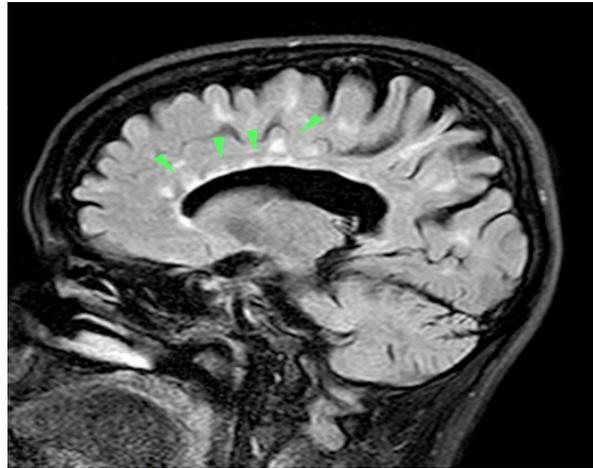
Patología cerebral en RM. a. Corte sagital que evidencia lesiones periventriculares (rodeando los ventrículos laterales cerebrales) en Sustancia Blanca, típicas de lesiones por EM (RM de un paciente del presente estudio, 2012).
